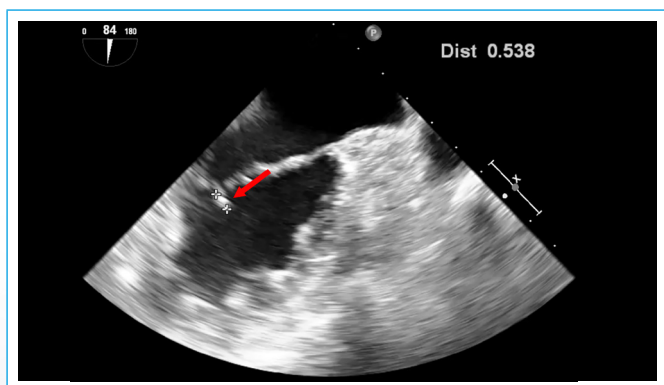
Ecocardiograma transesofágico. Se mide el diámetro mayor de la masa en tumoración es de 0.538 cm
